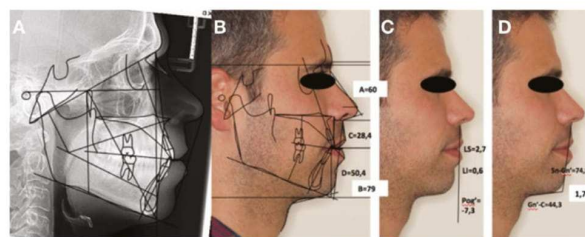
A) Telerradiografia lateral; B) traçado cefalométrico pré-tratamento;
